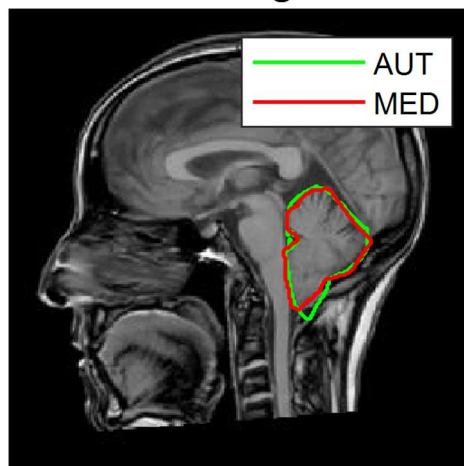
Confronto tra segmentazione automatica del cervelletto ottenuta mediante Demons bilanciato multimmagine ottimizzato e quella manuale della stessa MRI (ID034). L'overlapping error sul cervelletto è per tale MRI del 15%.
